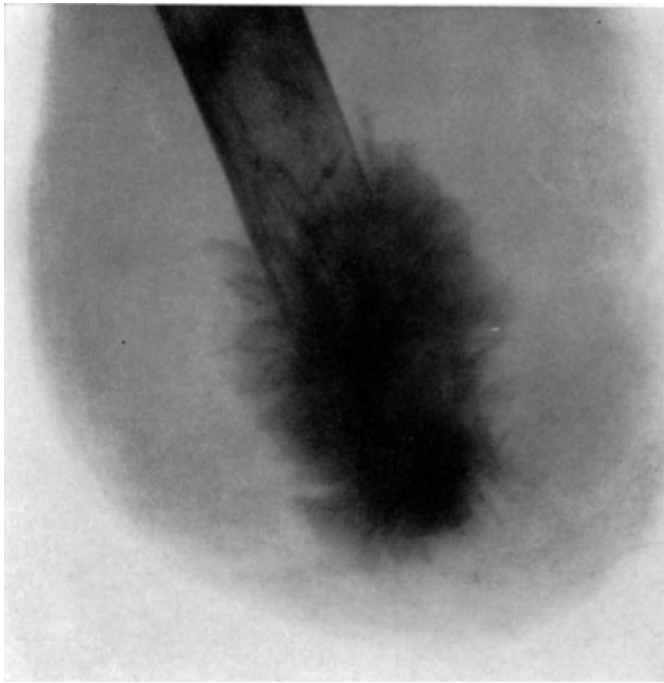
Derselbe Fall wie Abb. 140. Osteoplastisches osteogenes Sarkom der unteren Femurmetaphyse. Röntgenbild des Rezidivs am Amputationsstumpf mit sehr reichlicher Entwicklung knöcherner Spiculae. (Die Aufnahme verdanke ich Herrn Dr. DIETZ-Wetzlar.)
